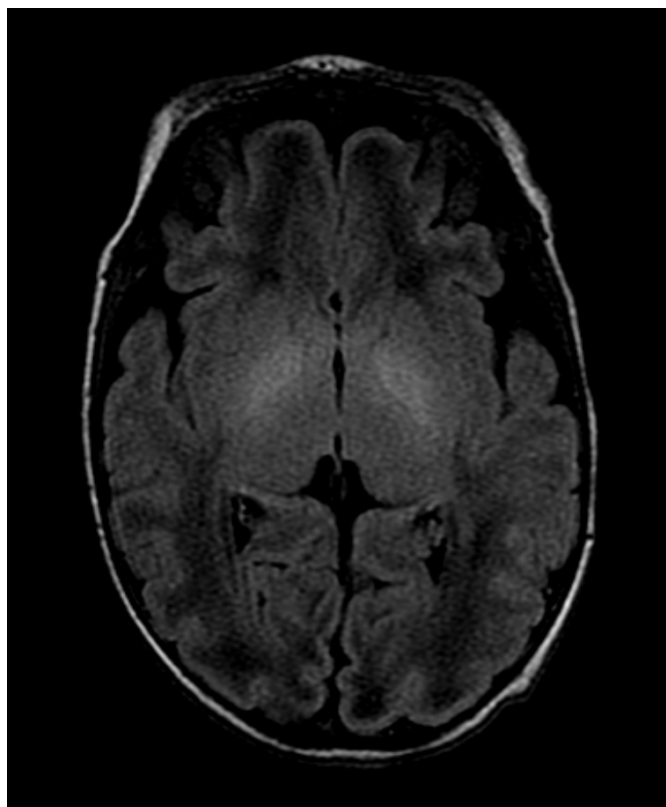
RMN del pacient 14 del grup A. Tall axial amb seqüència *flair*. S'observa l'hipersenyal dels nuclis pàl·lids bilaterals.
